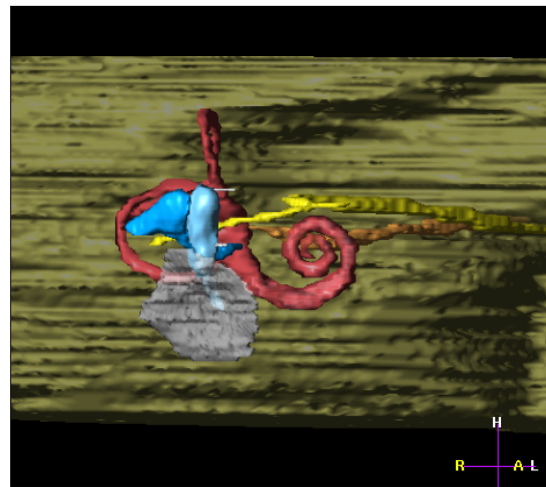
Dreidimensionale Darstellung der fusionierten CT- und MRT-Objekte
